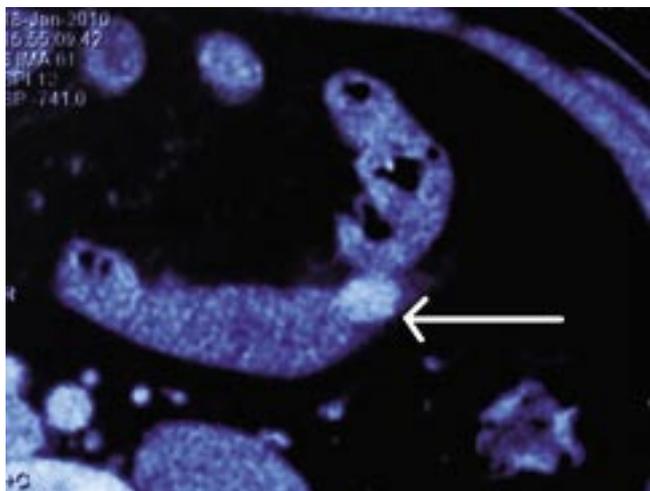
Компьютерная томография органов брюшной полости больного Д. Стрелкой обозначена опухоль тонкой кишки (лейомиома) размером 2×3 см
